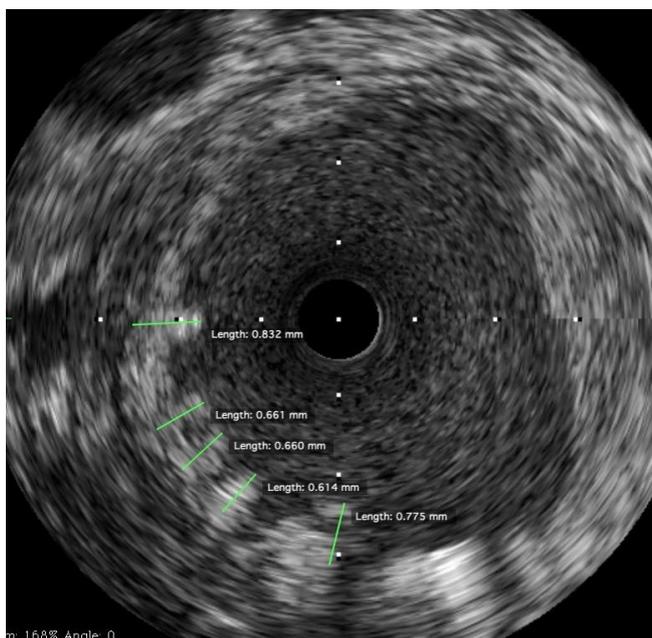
Протрузия АСБ через стент при стентировании правой ВСА по данным ВСУЗИ
